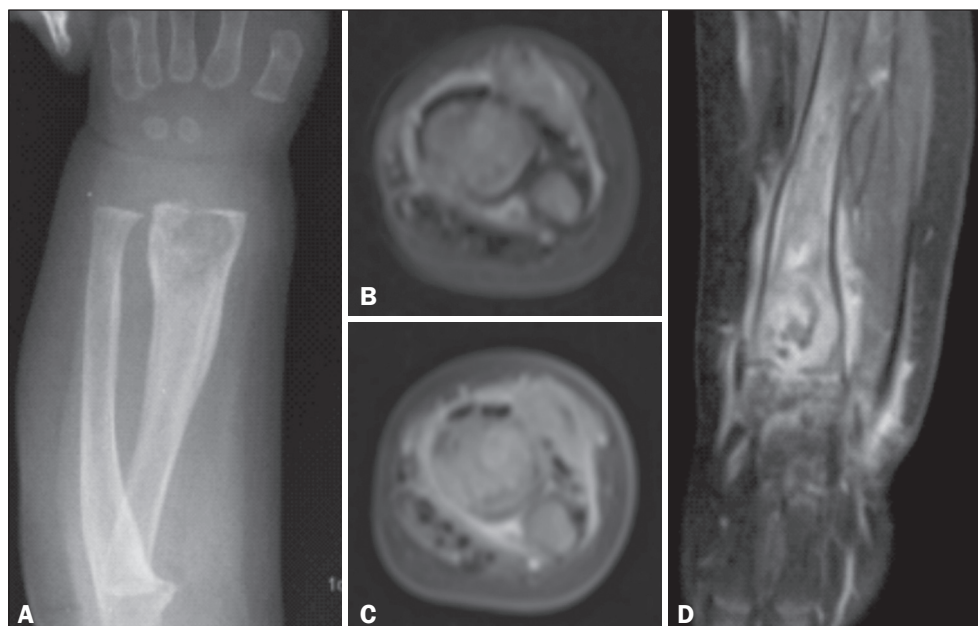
A: Radiografia em anteroposterior do antebraço. Formação osteolítica, arredondada, margens parcialmente definidas, irregularidade da cortical e reação periosteal no terço distal do rádio. B: RM axial DP. Lesão expansiva sólida heterogênea, limites imprecisos, ocupando a medular óssea da metáfise distal do rádio. Observa-se imagem linear hiperintensa no DP na metadiáfise e interrupção da cortical, sugestiva de fratura. C: RM axial T1 com supressão pós-contraste. Sinal semelhante ao tecido cartilaginoso, com focos hiperintensos. D: RM coronal T1 com supressão pós-contraste. A lesão ultrapassa focalmente a fise e infiltra partes moles perilesionais, com realce significativo pelo gadolínio, persistindo pequenas localizações hipointensas; infiltração líquida e realce das interlinhas articulares, planos musculares e subcutâneo.
